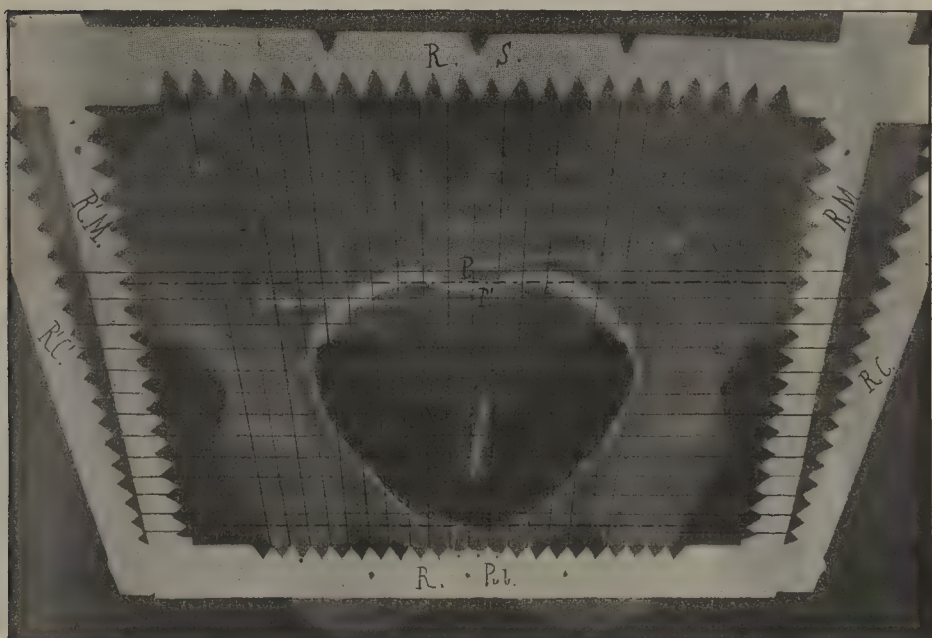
Radiographie d'un bassin sec ; le tube est à 55 centimètres de la plaque ; pose 3 minutes ; le cadre est double. Réduction au quart.
